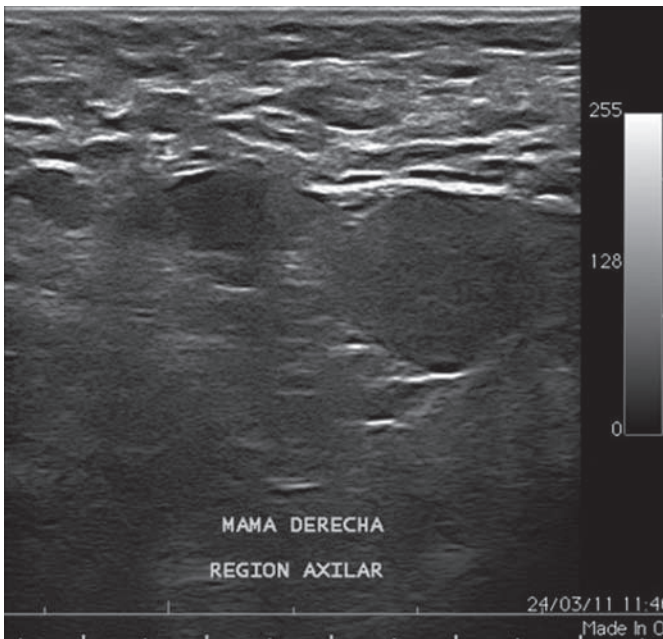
Ultrasonido de región axilar derecha: se identifican ganglios con la cortical engrosada, hilio excéntrico.
